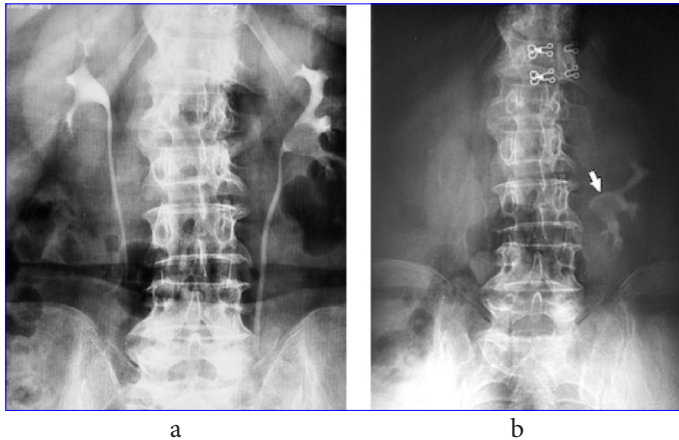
Urografie intravenoasă: a – calcul renal roentgen negativ pe stânga, b – calcul roentgen negativ al unicului rinichi funcțional pe stânga. Nefroptoză gr. II pe stânga.
